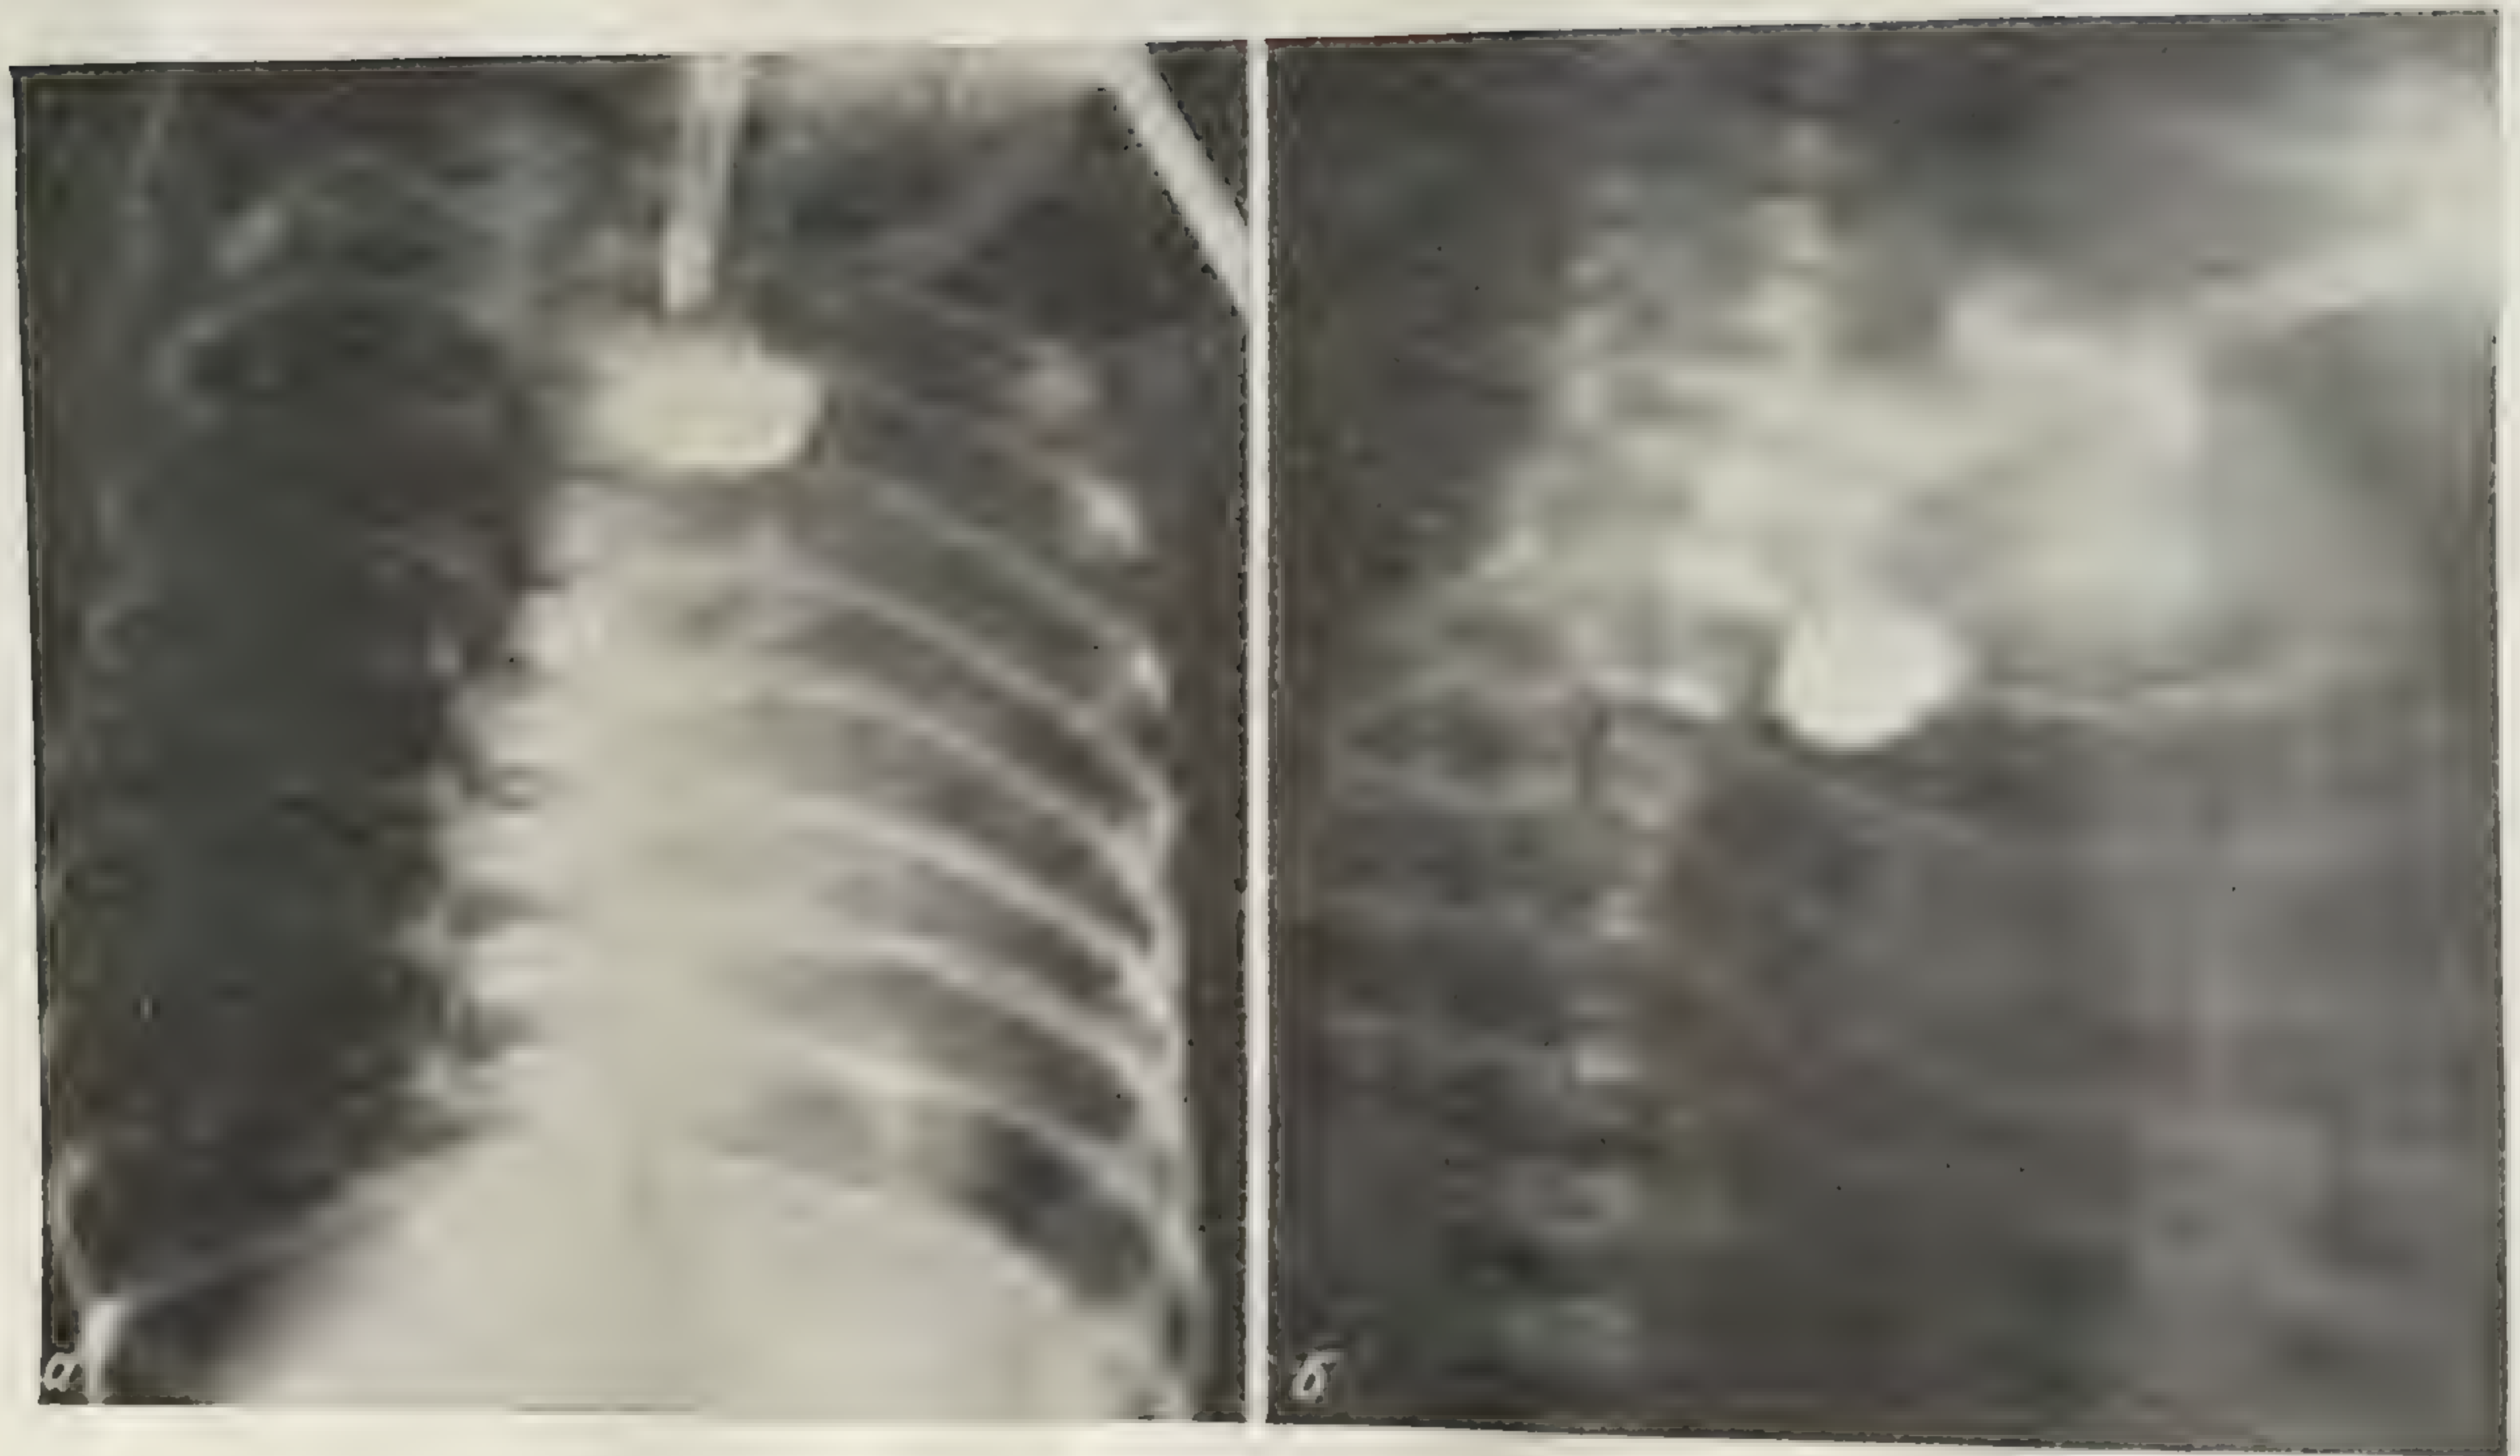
Рентгенологическое исследование пищевода с йодилиполлом.
